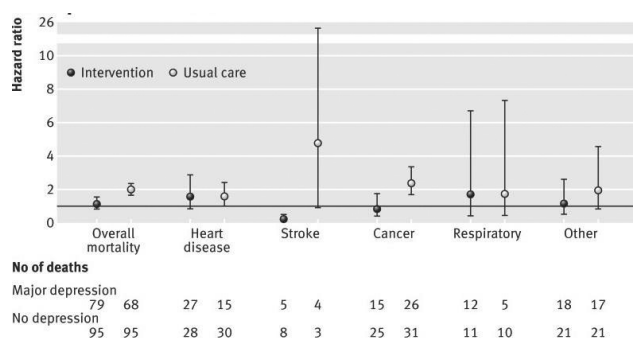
Adjusted hazard ratios (95% CI) for specific causes of death comparing major depression with no depression within intervention or usual care practices. Data from PROSPECT (1999-2008) [16].
